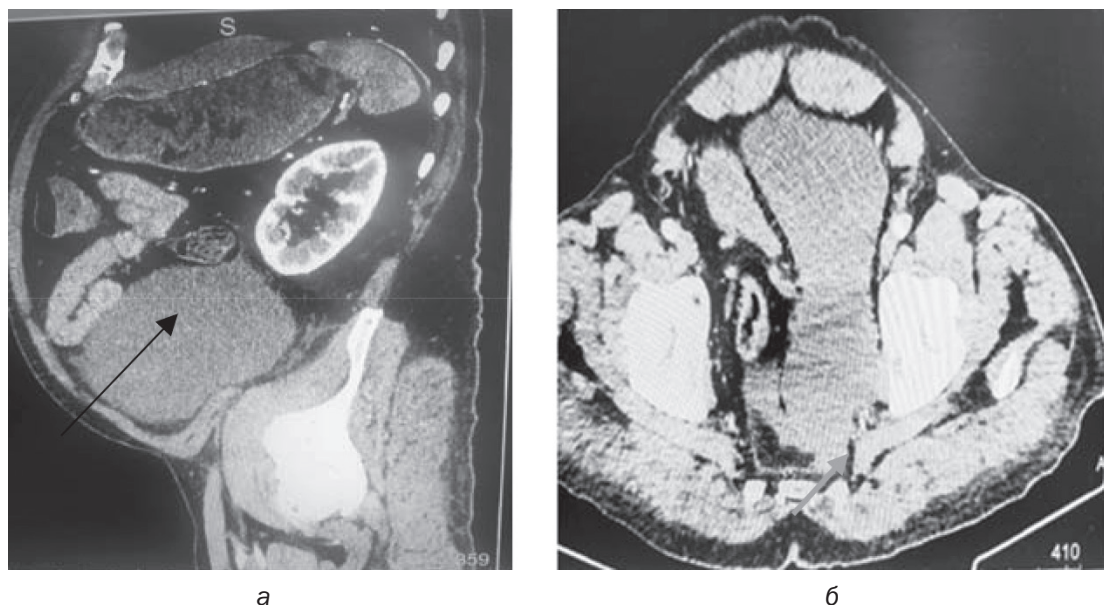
Компьютерные томограммы: а – объемное образование ниже левой почки (стрелка), б – мочевой пузырь оттеснен вправо (стрелка)
